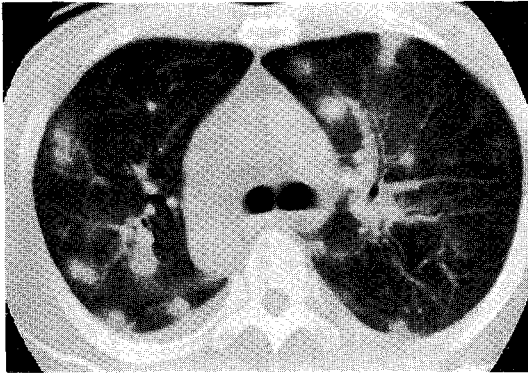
High-resolution CT at the level of the carina shows multiple varying-sized nodules with surrounding ground-glass opacities.
